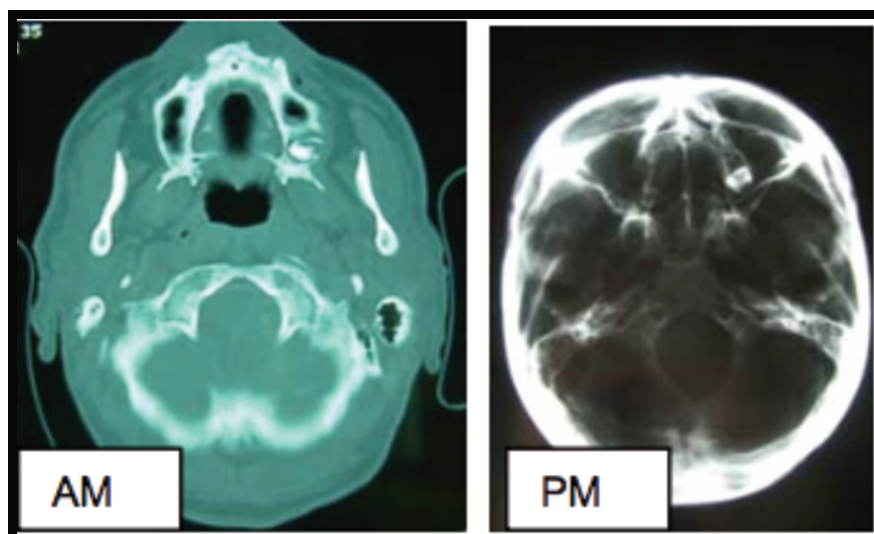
Tomografia computadorizada do crânio *ante-mortem* (AM), à esquerda, e à direita radiografia *post-mortem* (PM) do crânio do esqueleto (adaptado de Pinchi & Zei, 2008).
